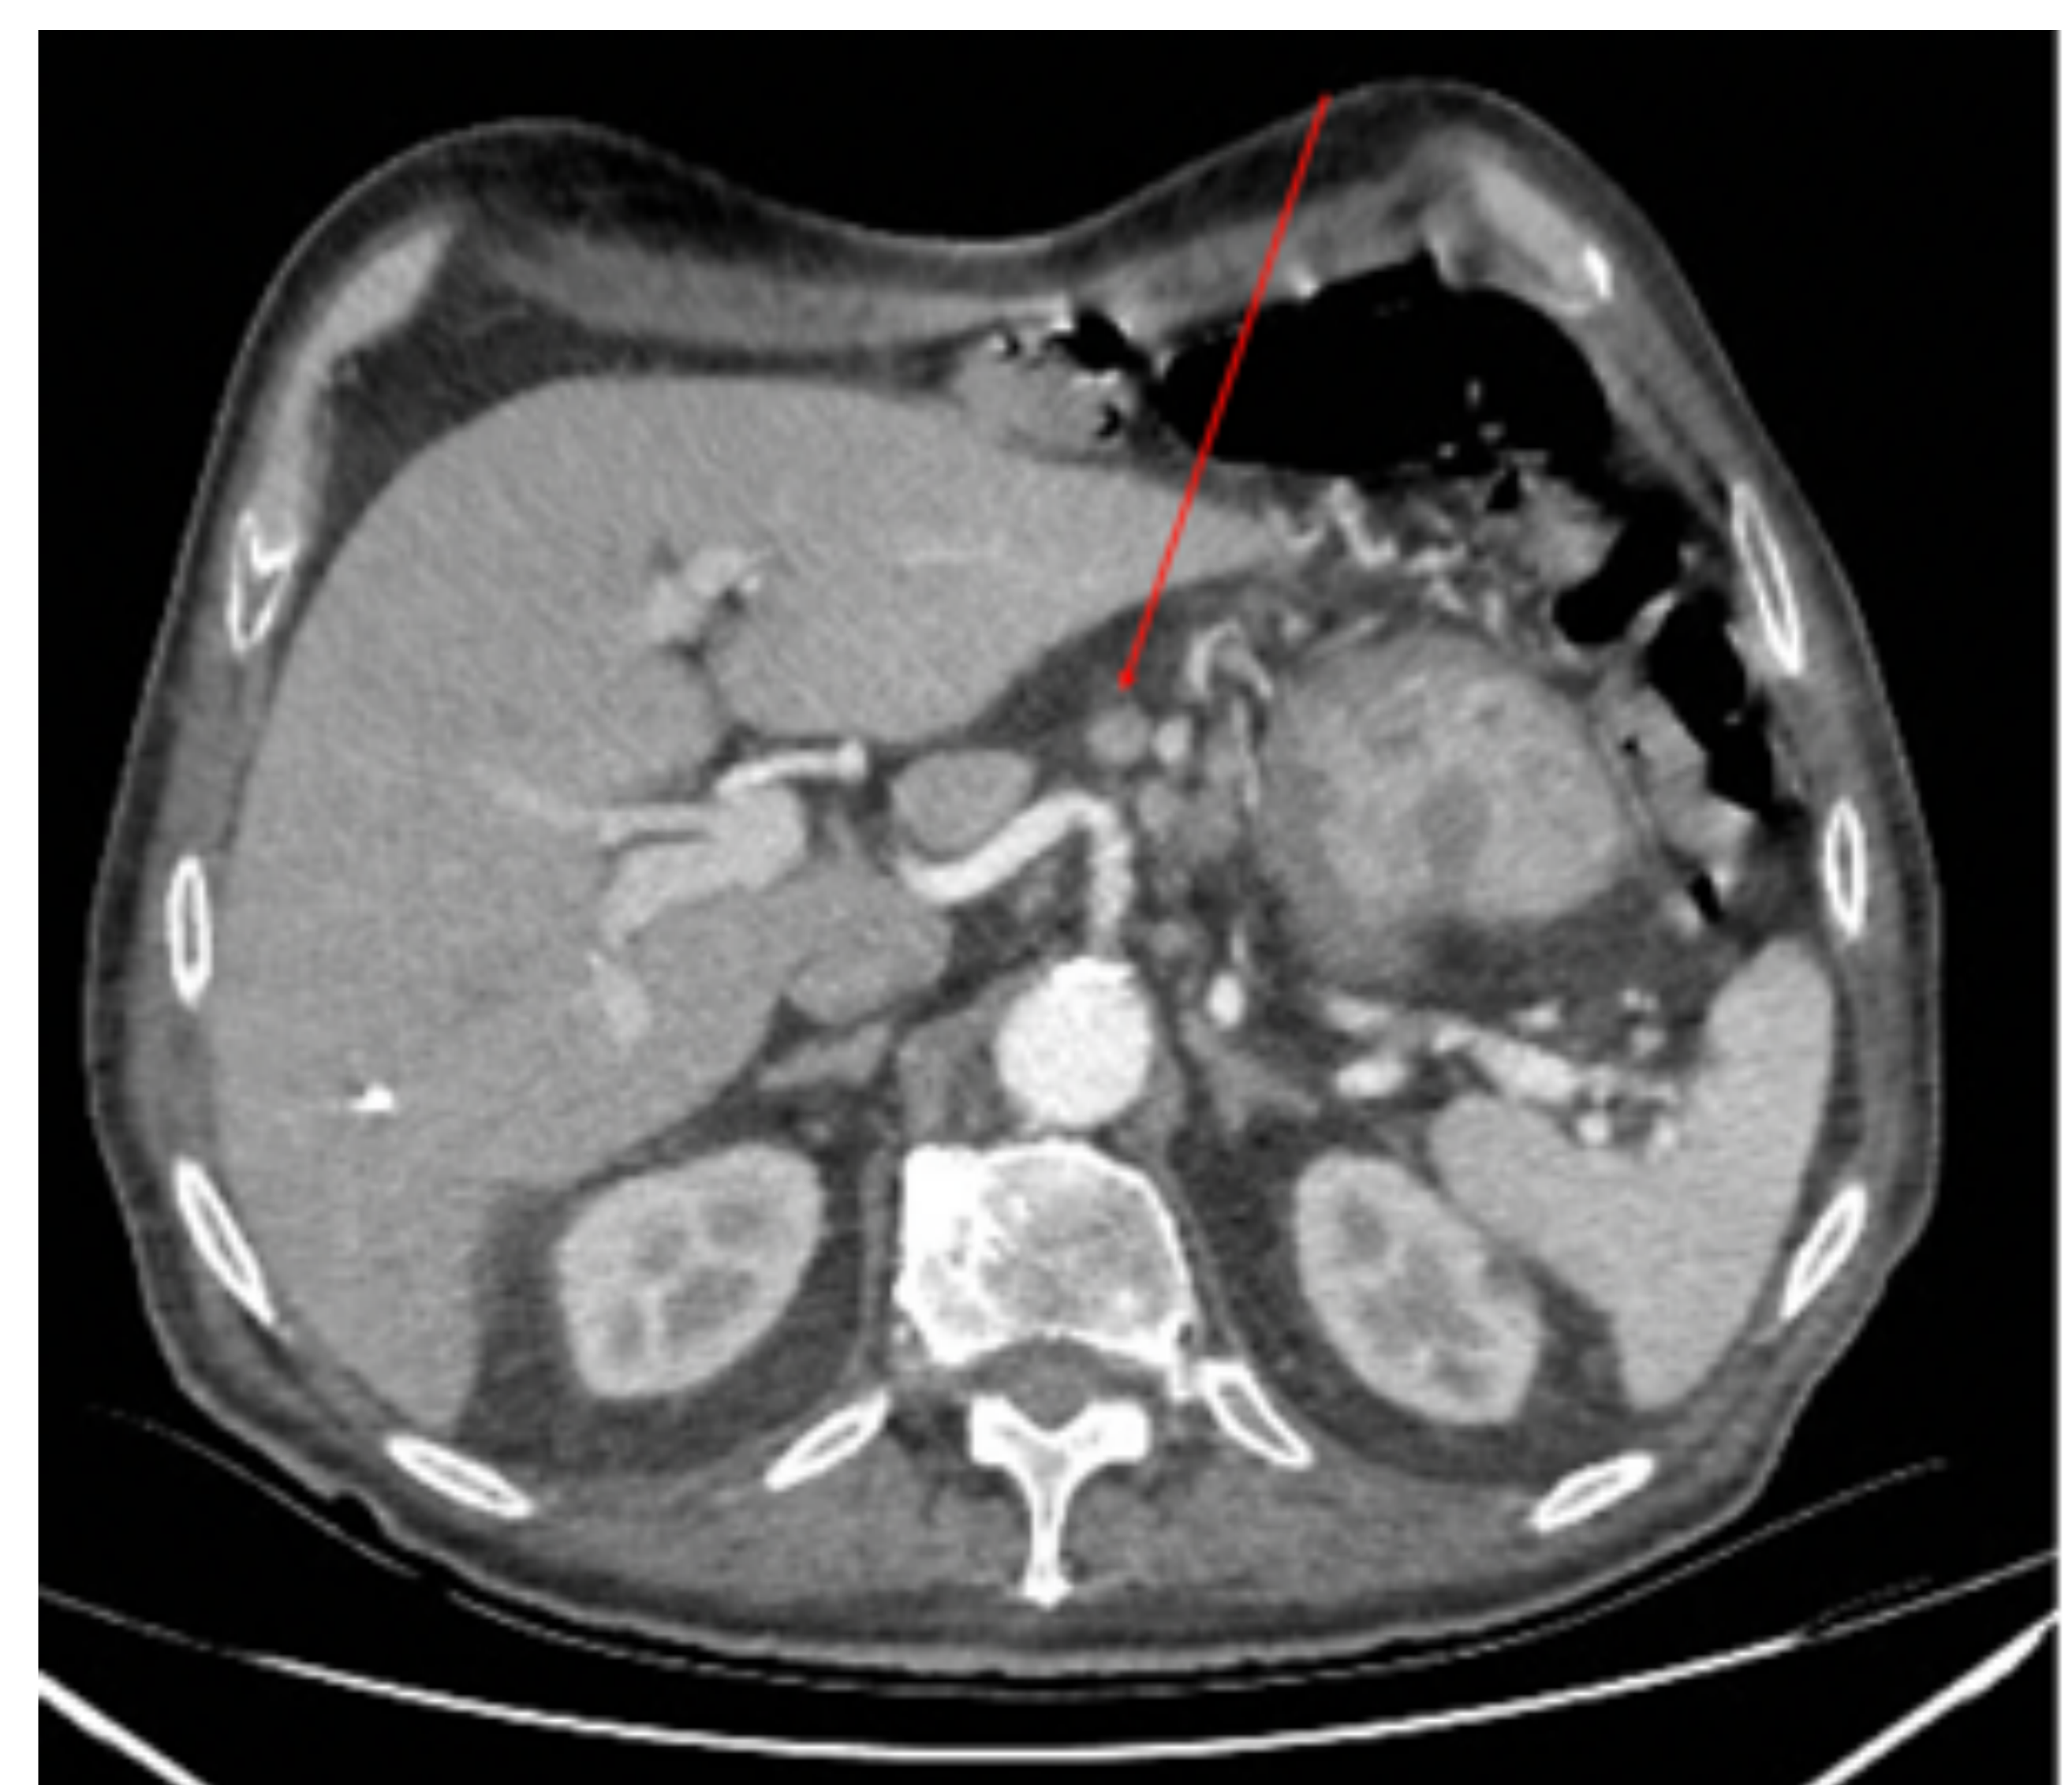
Adenopatía regional extraperigástrica. TC abdominopélvico, corte axial en fase arterial. Mismo paciente que figura 3. Se visualiza adenopatía de 11 mm de eje corto extraperigástricas celíaca (ganglio regional) (flecha roja).
